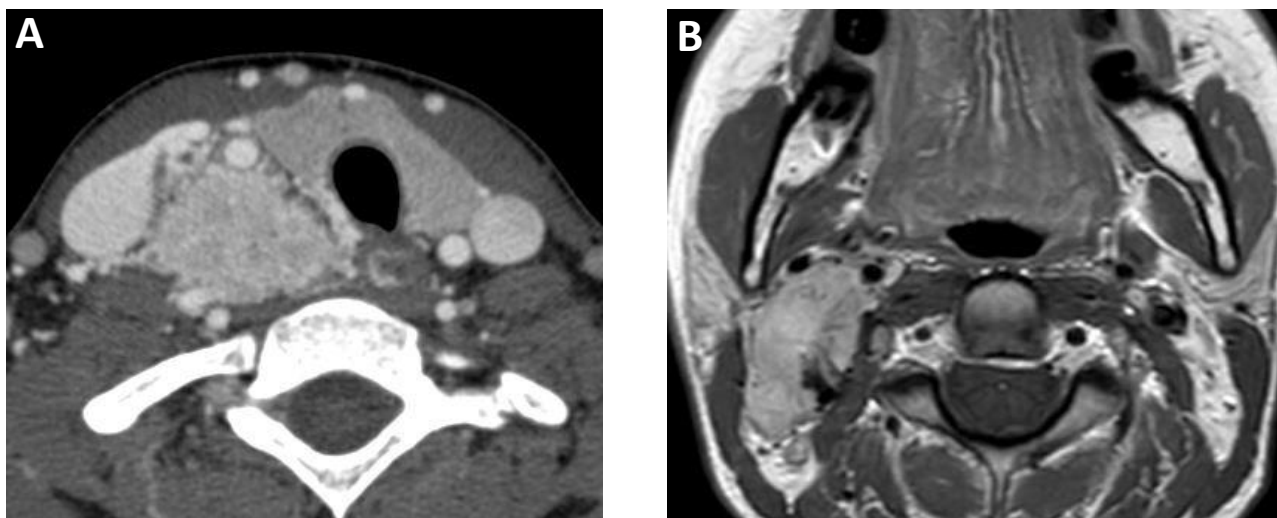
Scanner (A) et IRM (B) en coupes axiales de patients présentant un paragangliome d'origine vagale, en arrière de l'axe carotidien, qui est repoussé vers l'avant.
